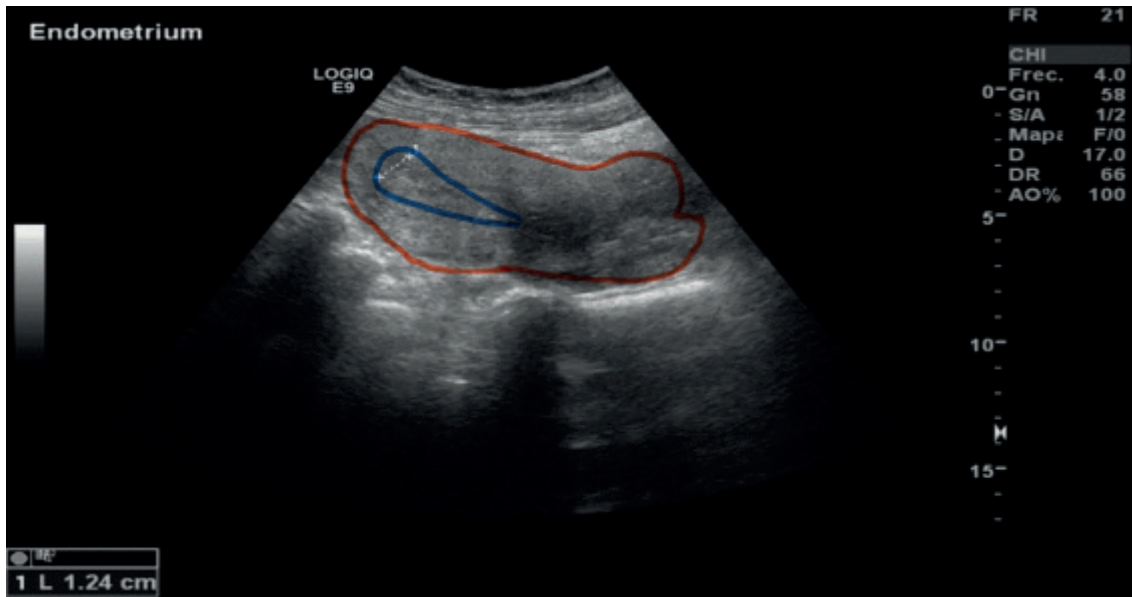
Ecografía pélvica con útero en AVF incrementado de tamaño mide 119x58x57 mm endometrio central ecogénico, prominente con un espesor de 12 mm (Borde rojo silueta del útero, línea azul grosor del endometrio).
